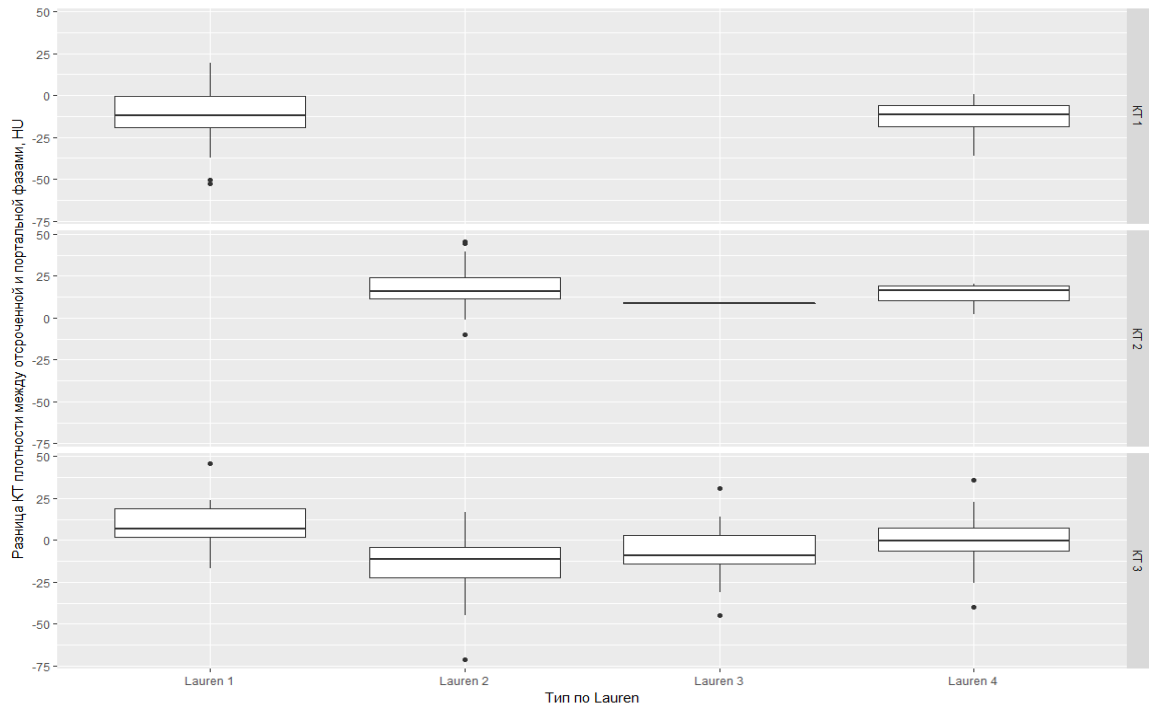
Разница плотности между отсроченной и портальной фазами контрастирования при различных типах опухоли по КТ и типах по Lauren. Lauren 1 – кишечный тип, Lauren 2 – диффузный тип, Lauren 3 – смешанный тип, Lauren 4 – неопределенный тип.
